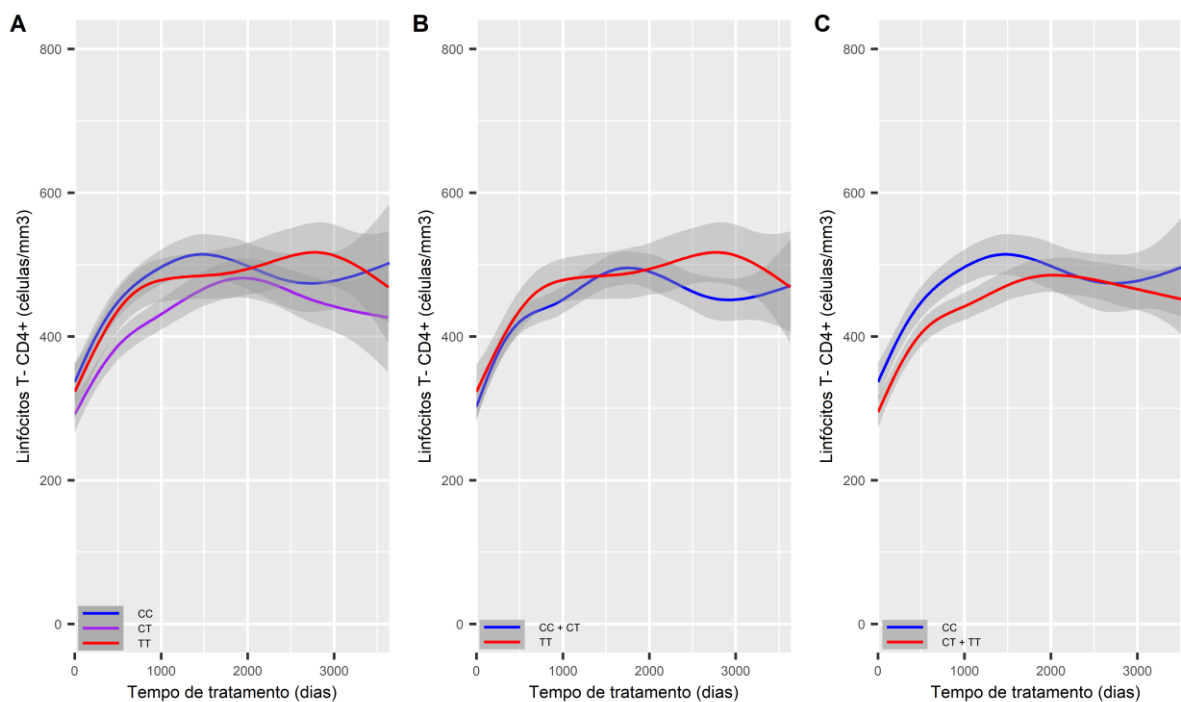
Análise da contribuição dos diferentes modelos genotípicos para o SNP ABCB1 3435C>T, sobre a contagem média de linfócitos T-CD4⁺ (células/mm³) ao longo de até 3.651 dias de tratamento. Os pacientes foram agrupados pela variante assumindo (A) Codominância (CC n=108, CT n=132, TT n=48); (B) Dominância do alelo C (CC+CT n=240, TT n=48) e (C) Recessividade do alelo C (CC n=108, CT+TT n=180). Os valores de CD4⁺ no tempo zero correspondem às contagens basais de CD4⁺. As linhas azuis, vermelhas e roxa são as médias estimadas da contagem de CD4⁺ para cada fator e a região cinza é o intervalo de confiança de 95%.
